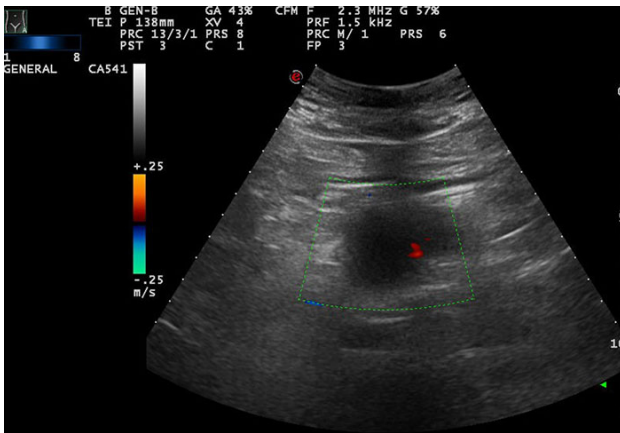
Imagen de ecografía abdominal donde se visualiza una masa con captación vascular periférica.
